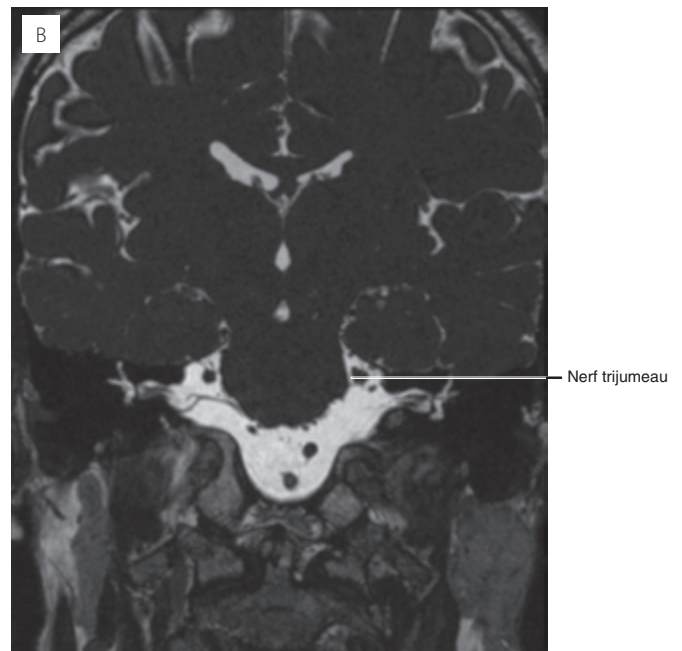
IRM, coupe transversale, pondération T2. Le pont.
